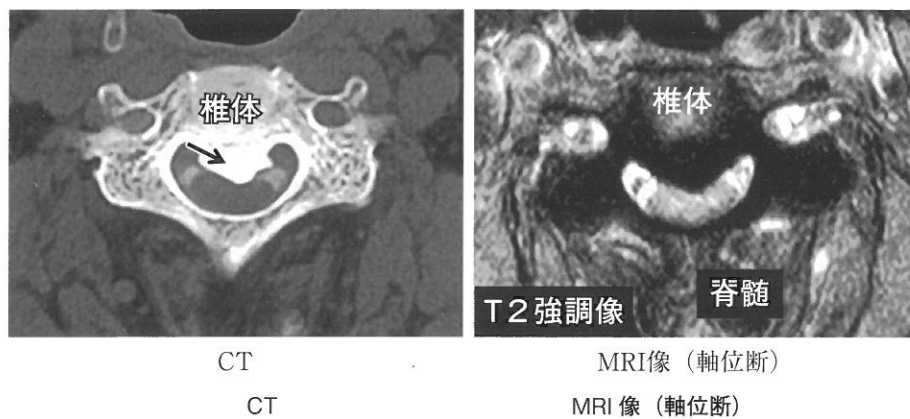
頸椎 OPLL における CT および MRI 像
